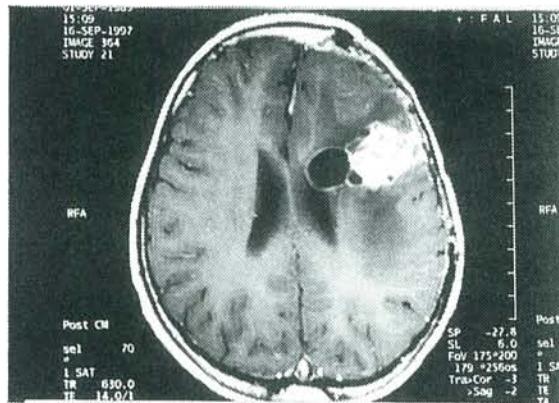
Linac定位放射線治療前のMRI増強画像
